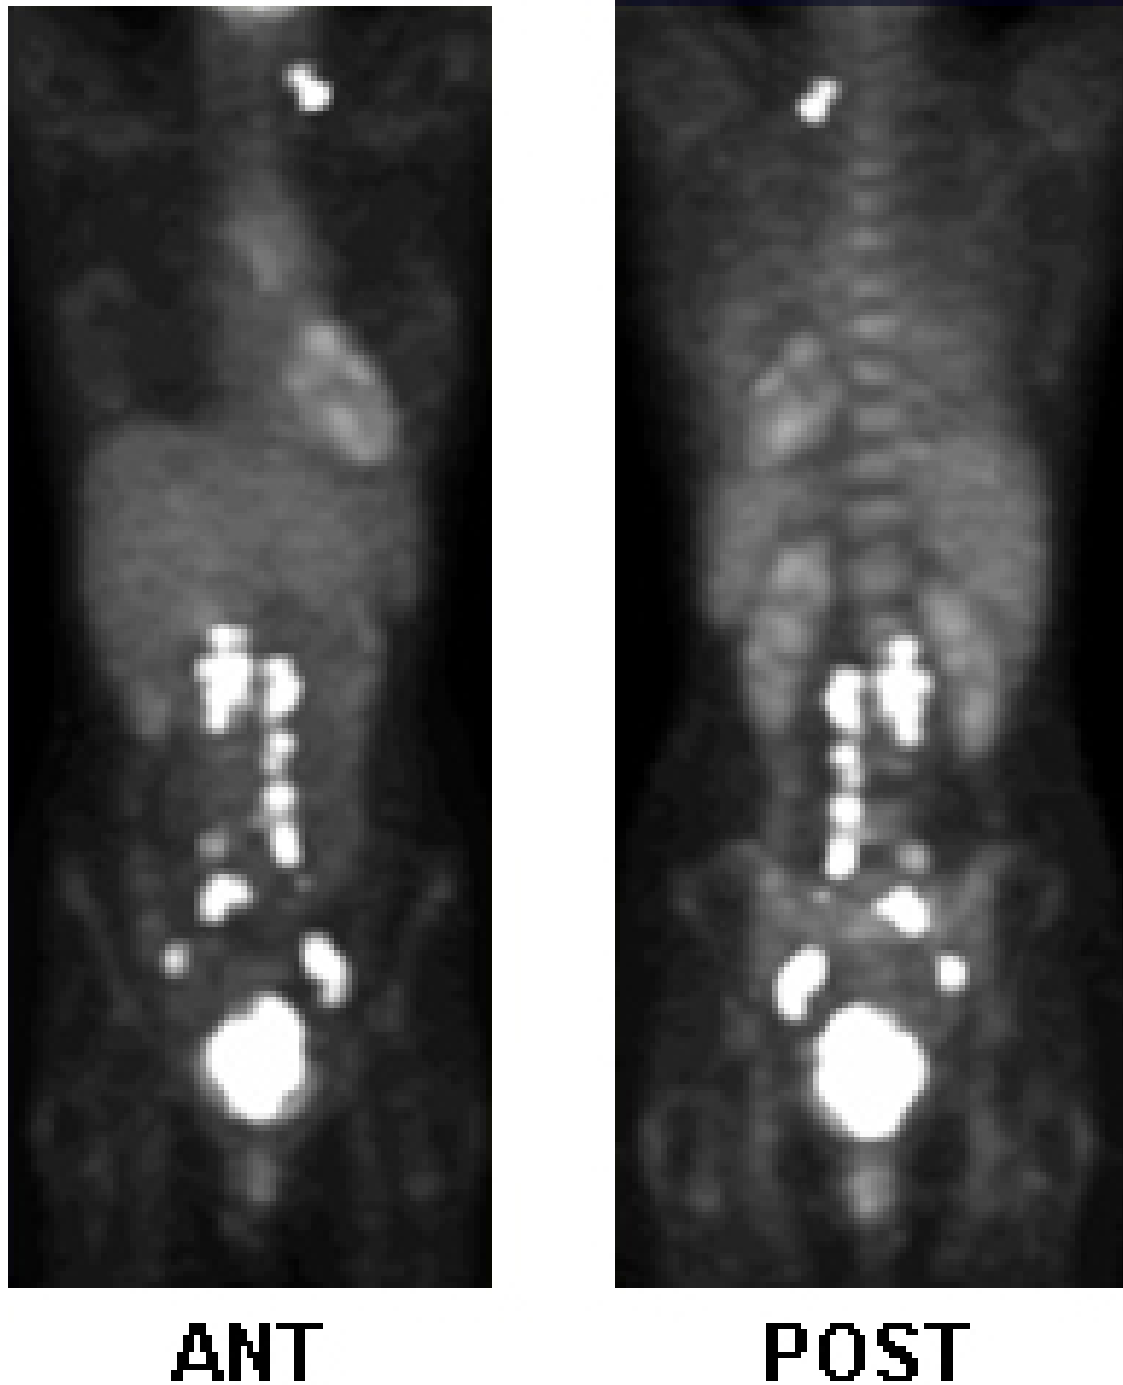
Tomografia por emissão de pósitrons (PET) com fluordesoxiglucose para planejamento de tratamento, atividade metastática
